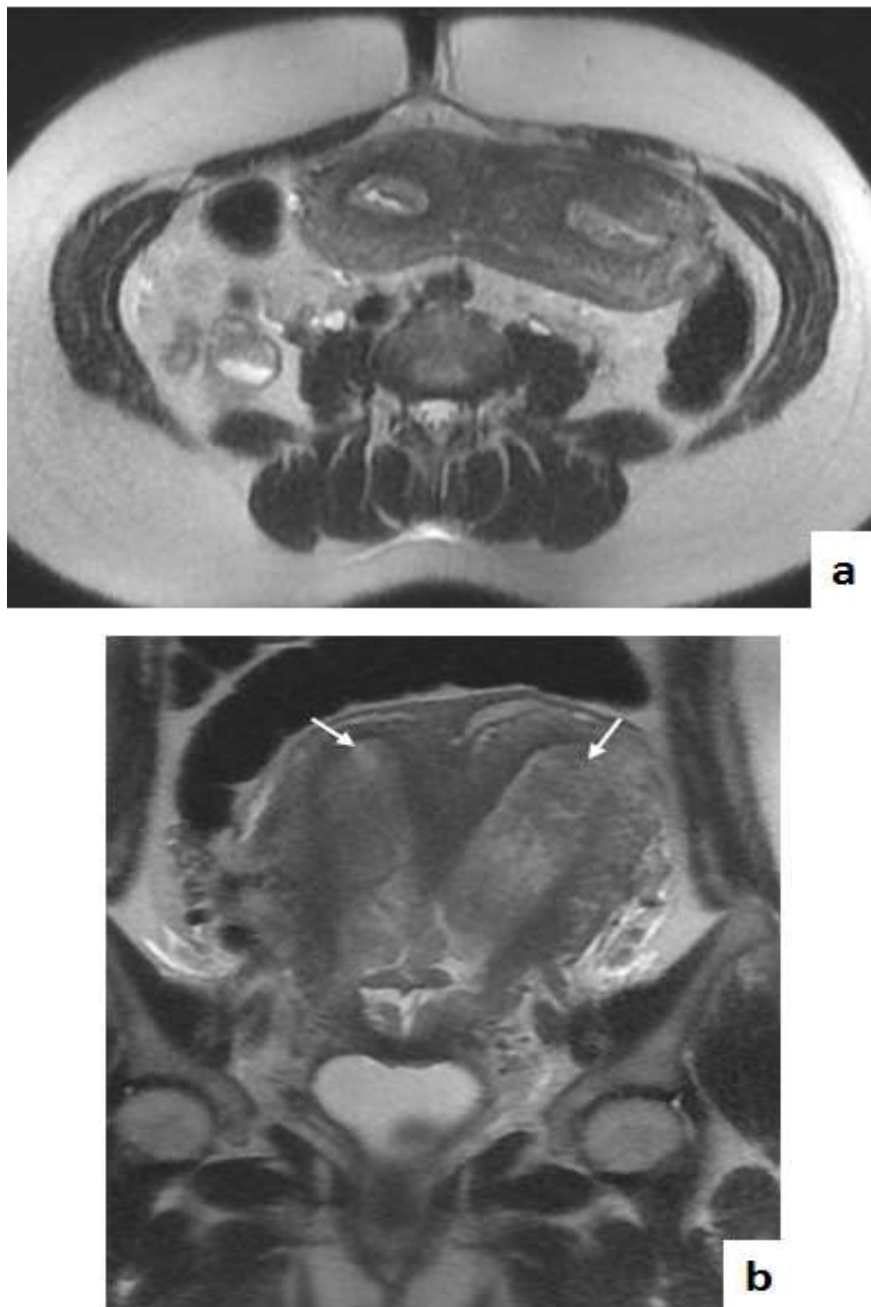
IRM pelvienne en coupes axiale (a) et coronale (b) T2: mettant en évidence 02 hémimatrices utérines (flèches blanches) avec un col commun (flèche rouge) et entouré de la séreuse en faveur d'un utérus cloisonné partiel
